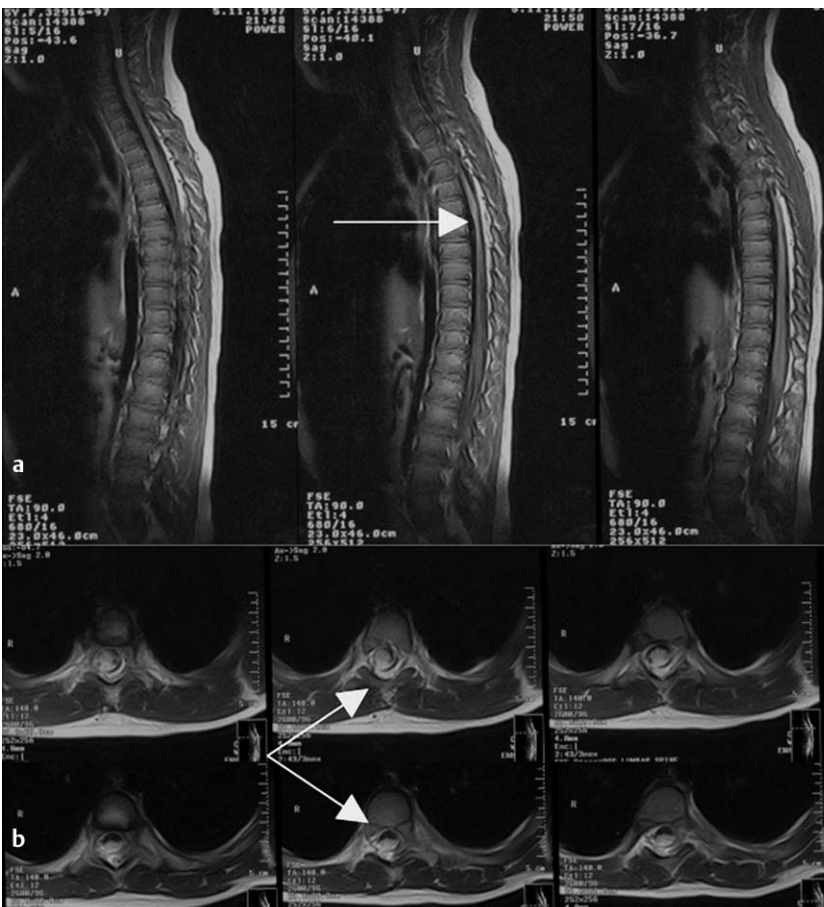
MRT-Bilder der Wirbelsäule des 16 Monate alten Mädchens mit motorischer Querschnittssymptomatik seit Geburt. Verschwämung im Sinne einer Hypertrophie des Thorakalmarks im mittleren bis kaudalen Drittel. Geburt mithilfe von Vakuumextraktion bei Geburtsstillstand zwei Wochen vor dem errechneten Geburtstermin mit normalen Körpermaßen. Normale kognitive Entwicklung (Schädel-MRT o. B.), aber verzögerte motorische Entwicklung mit ausgeprägter Muskelschwäche in den Beinen (Hyperreflexie, negatives Babinski-Zeichen) und rezidivierenden Harnwegsinfekten.
